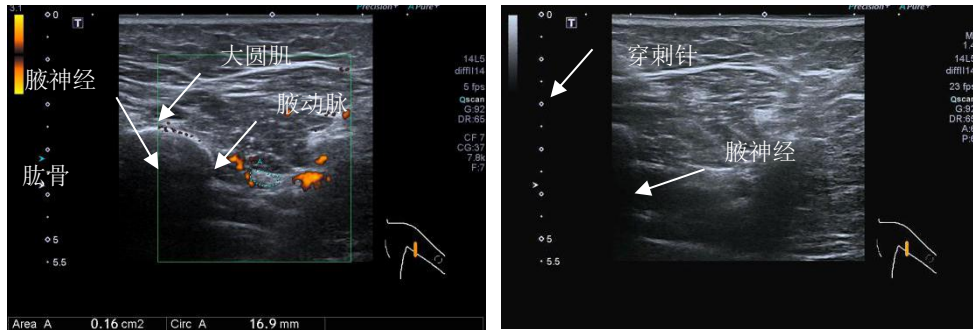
腋神经液压松解超声图像。A 腋神经、腋动脉超声显示；B 图超声显示液压松解穿刺针位置。
